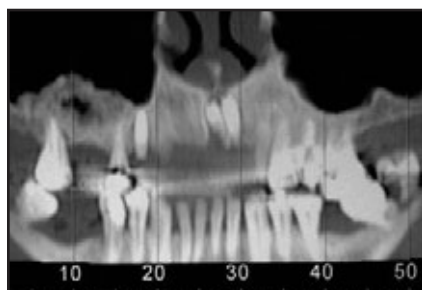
Durchbruch des Implantats in den Canalis nasopalatinus. (links) CT-Panoramaaufnahme; (rechts) CT-Querschnittsaufnahmen.
